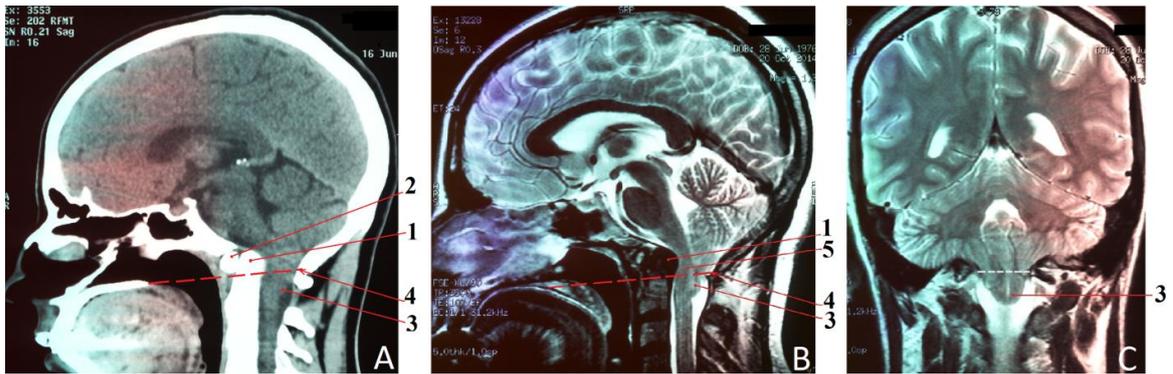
А – СКТ в сагиттальной проекции до операции. В – МРТ в сагиттальной проекции до операции. С – МРТ во фронтальной проекции до операции. 1- зубовидный отросток С2 позвонка, 2 - переднее полукольцо С1 позвонка, 3 – опущенные миндалики мозжечка ниже линии Чемберлена, 4 – линия Чемберлена, верхнейшие отделы спинного мозга. 5 – конкрементированный верхнейший сегмент спинного мозга.*
